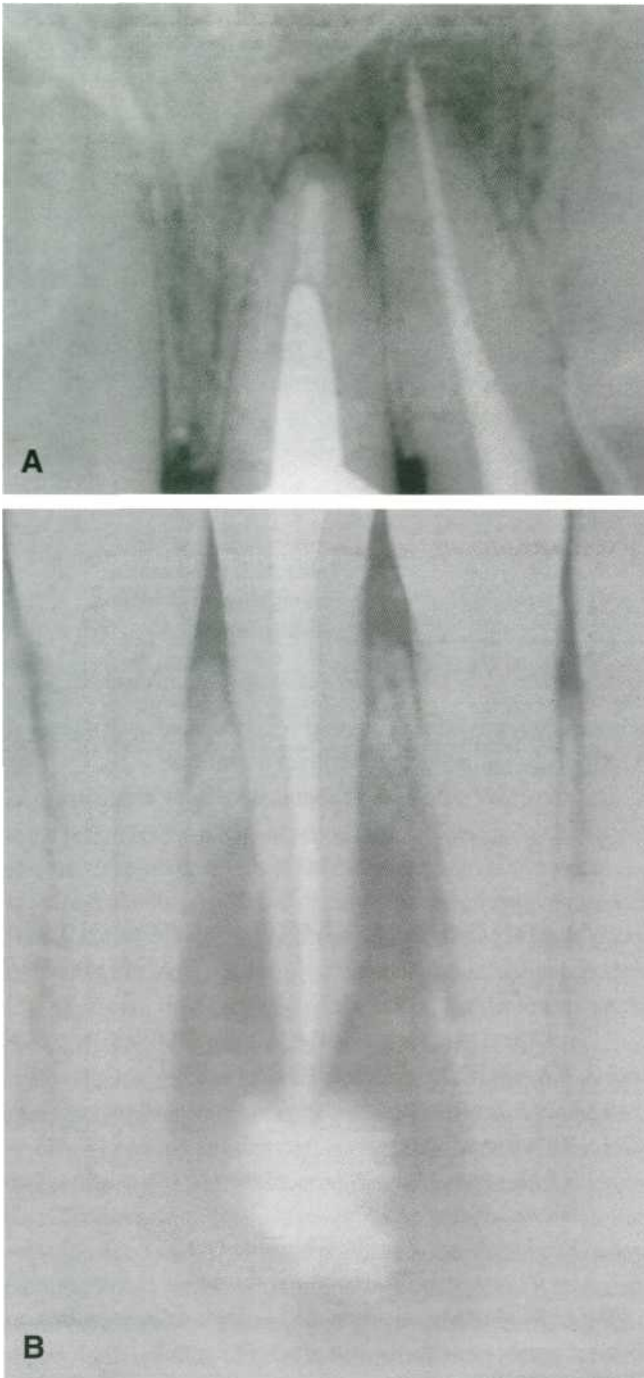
Estudio radiológico con radiografías periapicales. (A) Lesión periapical en el 2.1 y 2.2. (B) Lesión periapical en el 4.1.
